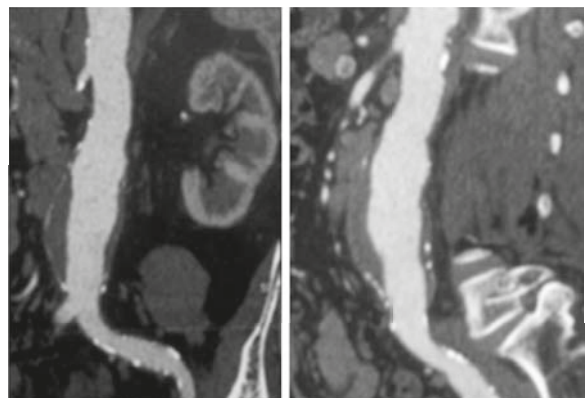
Angiotomografía de aorta abdominal donde se visualiza aneurisma fusiforme infrarrenal de 48 mm de diámetro con imagen compatible de disección.
